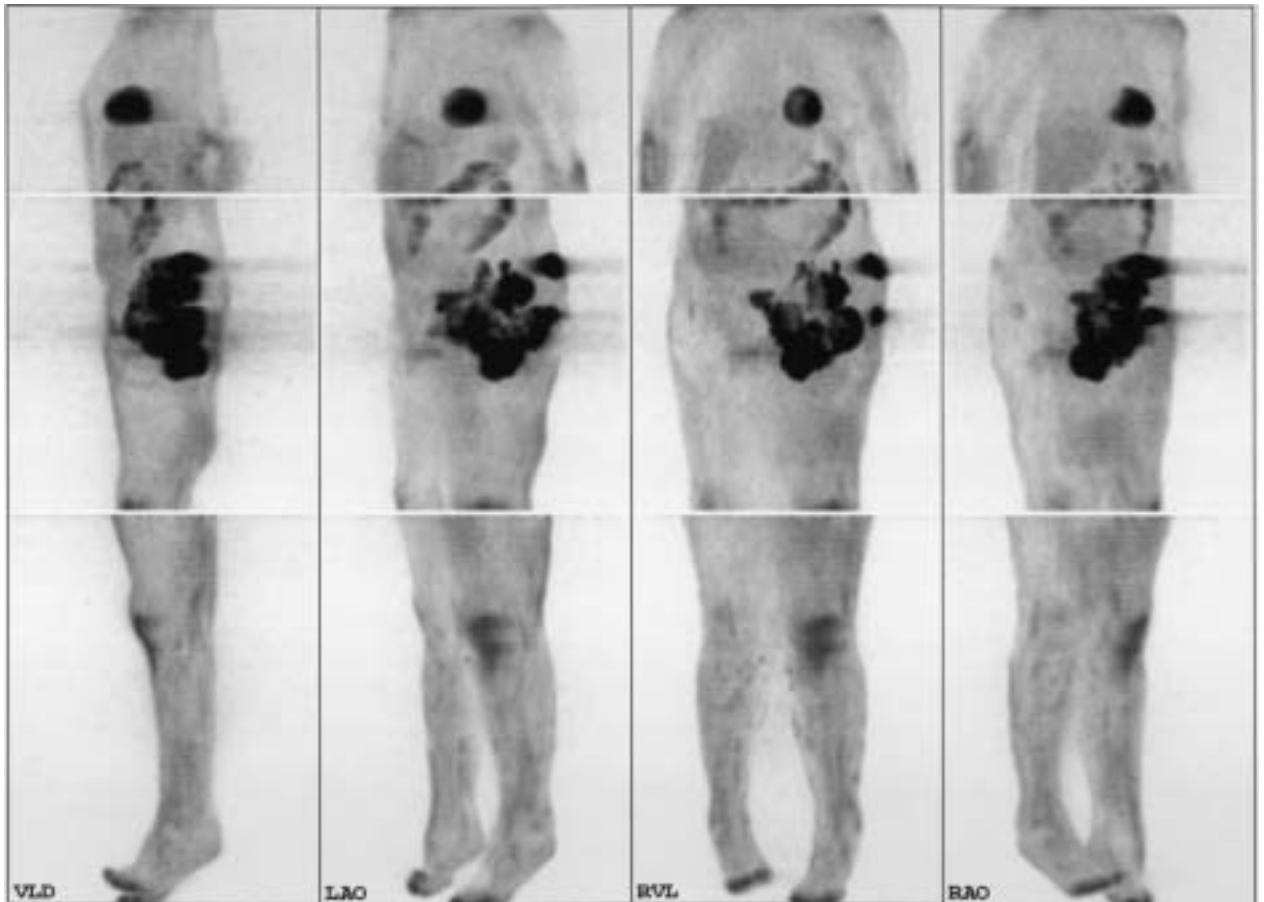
F-18-FDG-GK-PET bei einer 75-jährigen Patientin mit MFH des li. Femur, Zustand nach der mehrfachen Operationen. Man sieht eine massive Tracerakkumulation im Bereich des prox. Oberschenkels links bis ins kleine Becken reichend und eine Infiltration der Weichteile. Die PET-Diagnose des Rezidivs von MFH wurde durch MRT und andere Verfahren bestätigt.
